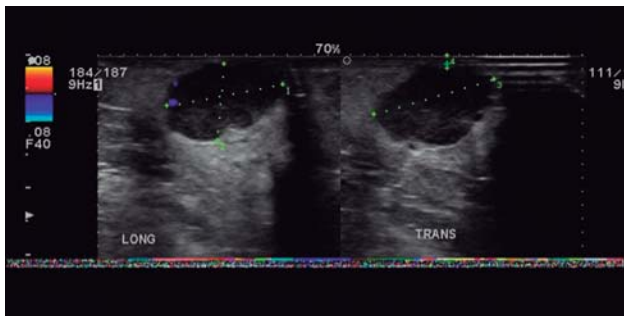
Ultrasonido de región axilar derecha en el que se identifica nódulo oval, heterogéneo, en relación con el ganglio de tipo metastásico con pérdida de su hilio central.
